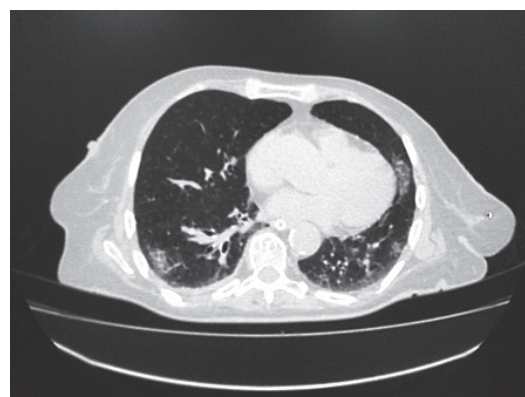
Компьютерная томография ОГК.
